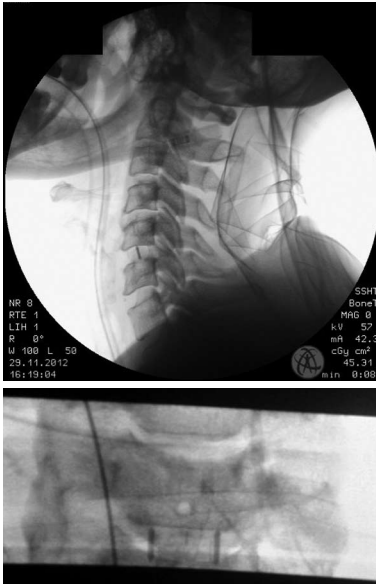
Інтраопераційна рентгенографія. Встановлення міжхребцевого кейджа (латеральний та передньо-задній)
